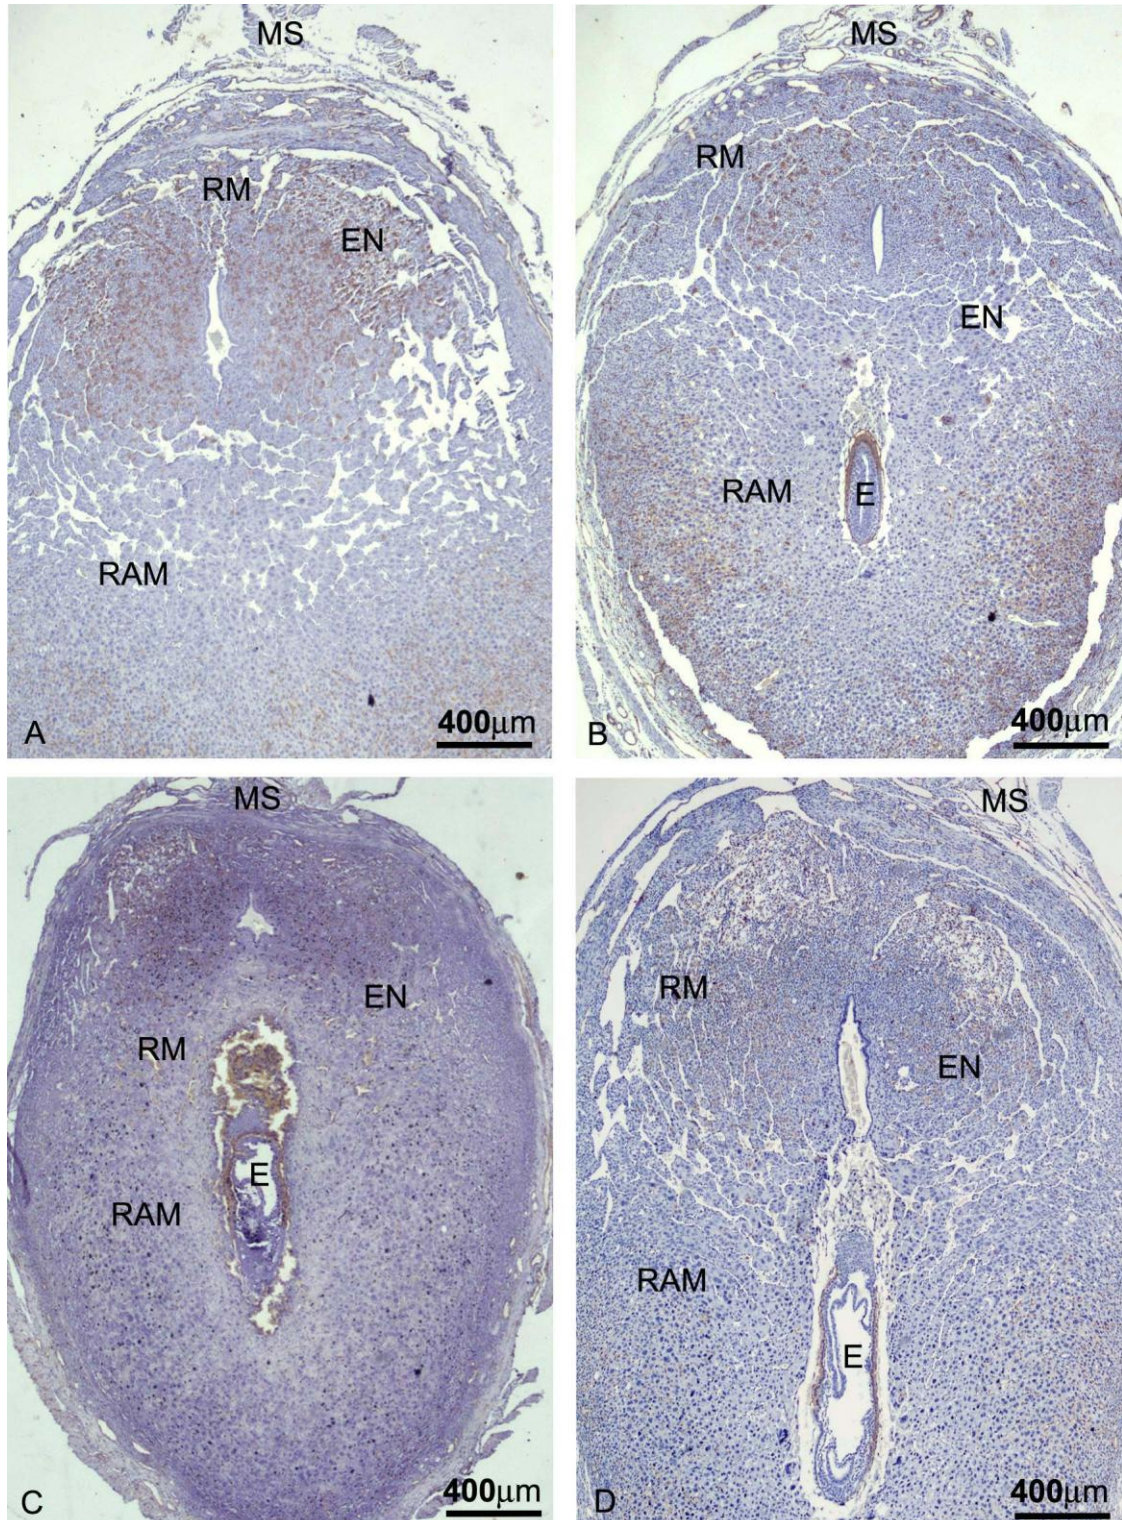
Fotomicrografias de cortes histológicos de sítios de implantação no 8º ddg. Sítio de implantação controle (A). Sítio de implantação de camundongo tratado com 0,75 mg/Kg e com tamanho menor (B). Sítio de implantação de camundongo tratado com 7,5 mg/Kg com embrião aparentemente maior (C) em relação ao tratado com 0,75 e controle. Sítio de implantação de camundongo tratado com 75 mg/Kg com embrião (E) maior que o encontrado no restante dos animais (D). Embrião (E). Mesométrio (MS). Região Mesometrial (RM). Região anti-mesometrial (RAM). Endométrio (EN) Lectina DBA-Peroxidase-DAB e Hematoxilina de Harris.
